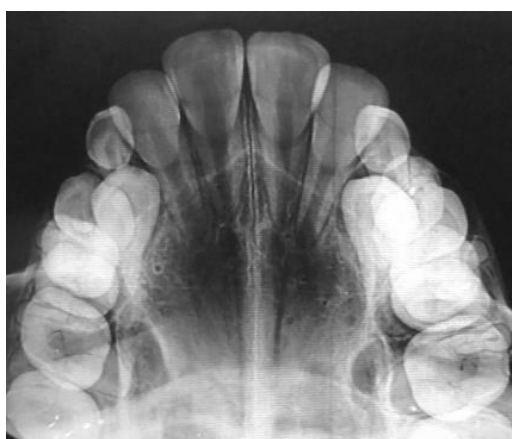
Radiografia oclusal inicial.
